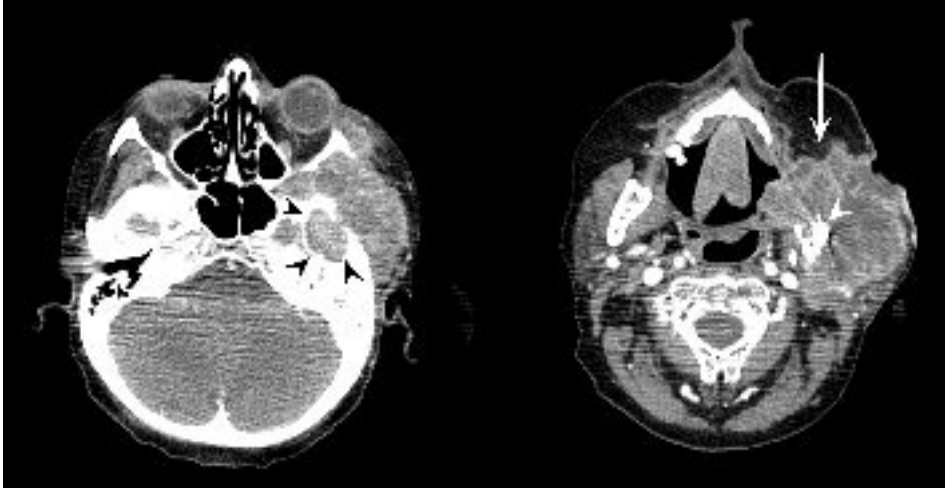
Scansioni TC assiali dopo iniezione di MdC in Paziente di 65 anni con ampia recidiva di neoplasia del rinofaringe con coinvolgimento del basicranio sinistro (frecce nere, immagine a sinistra) e della branca mandibolare omolaterale (freccia). Nel contesto della lesione si riconosce artefatto da componente metallica in esiti di stabilizzazione con placca e viti metalliche di pregressa frattura su osso patologico.
